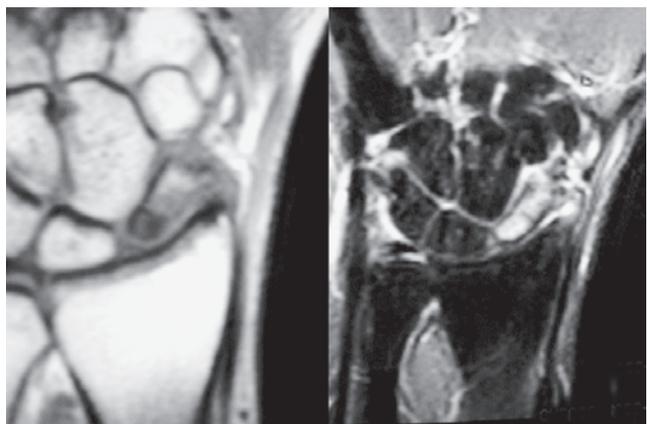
Ressonância Nuclear Magnética: Necrose avascular.
